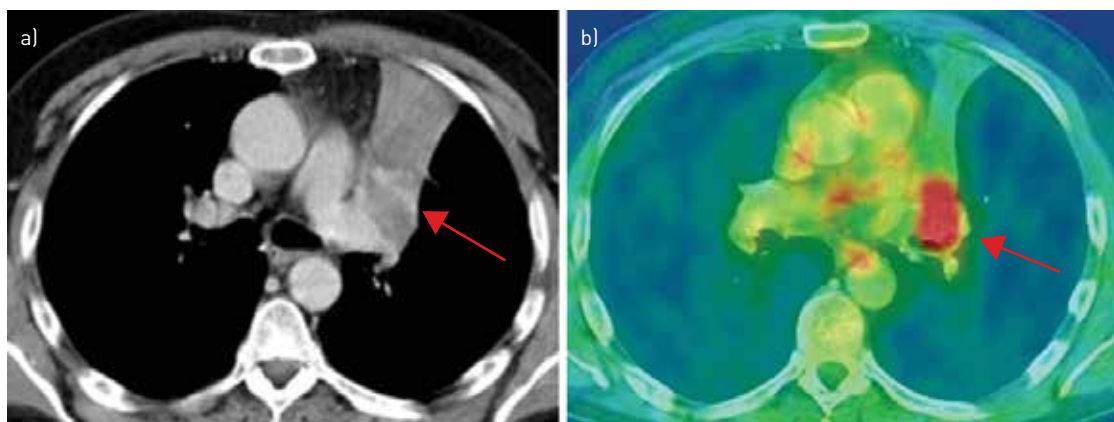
a) Tomografia assiale computerizzata (CT) che mostra un tumore nella regione mediale (freccia) del polmone sinistro con atelettasia (collasso) post stenotica del lobo superiore sinistro. Riprodotta da De Wever et al., 2011.
